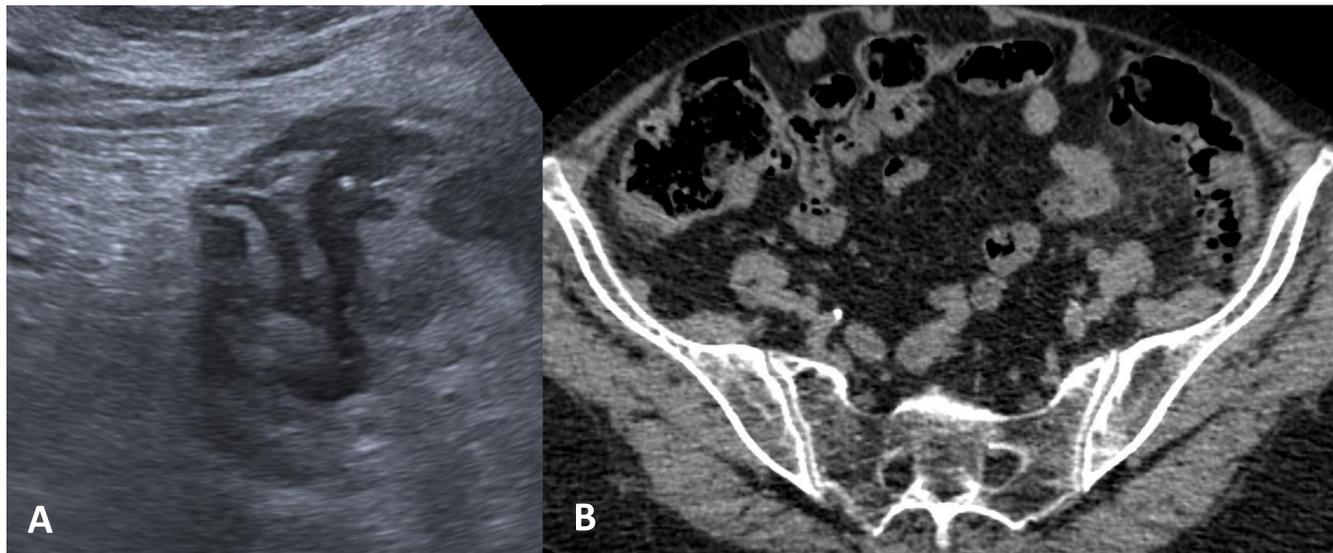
A. Ecografía: Colon sigmoides de paredes levemente engrosadas con múltiples divertículos, asocia hiperecogenicidad de la grasa adyacente. B. TC: se confirma afectación del colon sigmoides que presenta alteración de grasa perisigmoidea, sin asociar otros signos de complicación.
